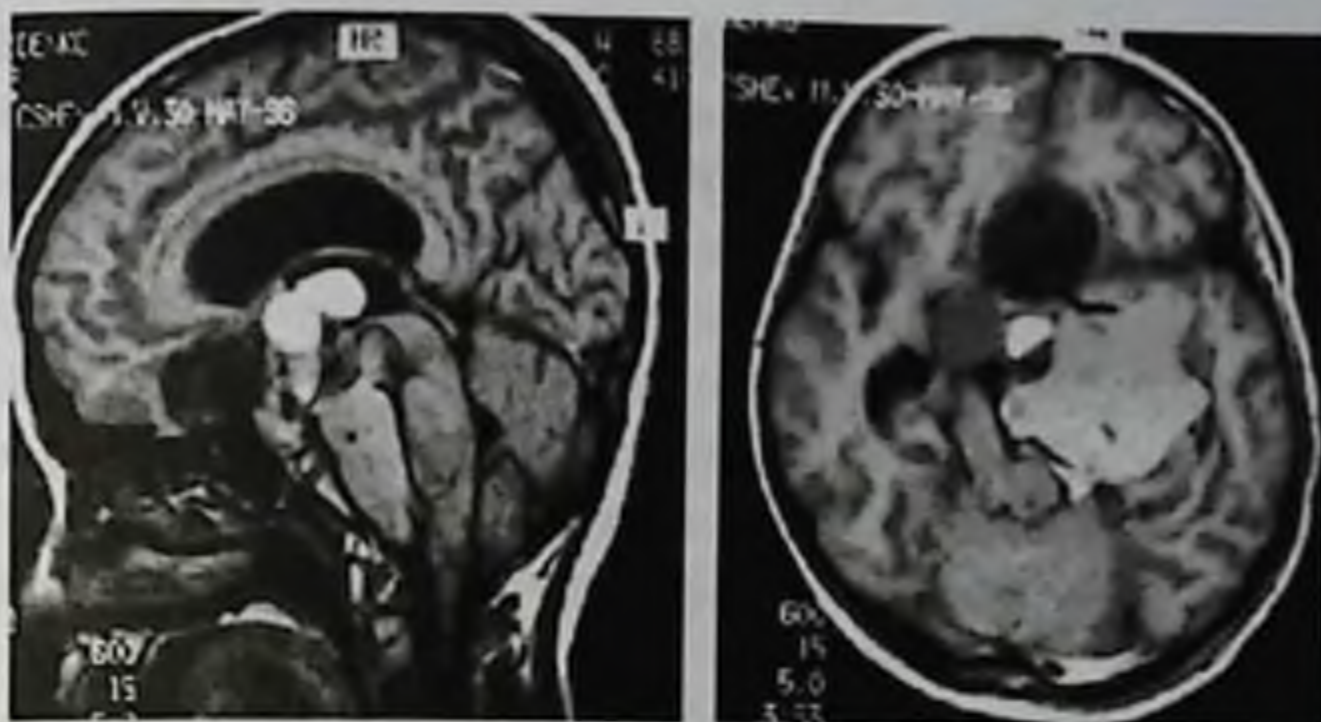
Краниофарингиома. Магнитно-резонансная томограмма с контрастным усилением; опухоль неоднородной структуры, содержит как участки накопления контрастного вещества, так и кисты и петрификаты
